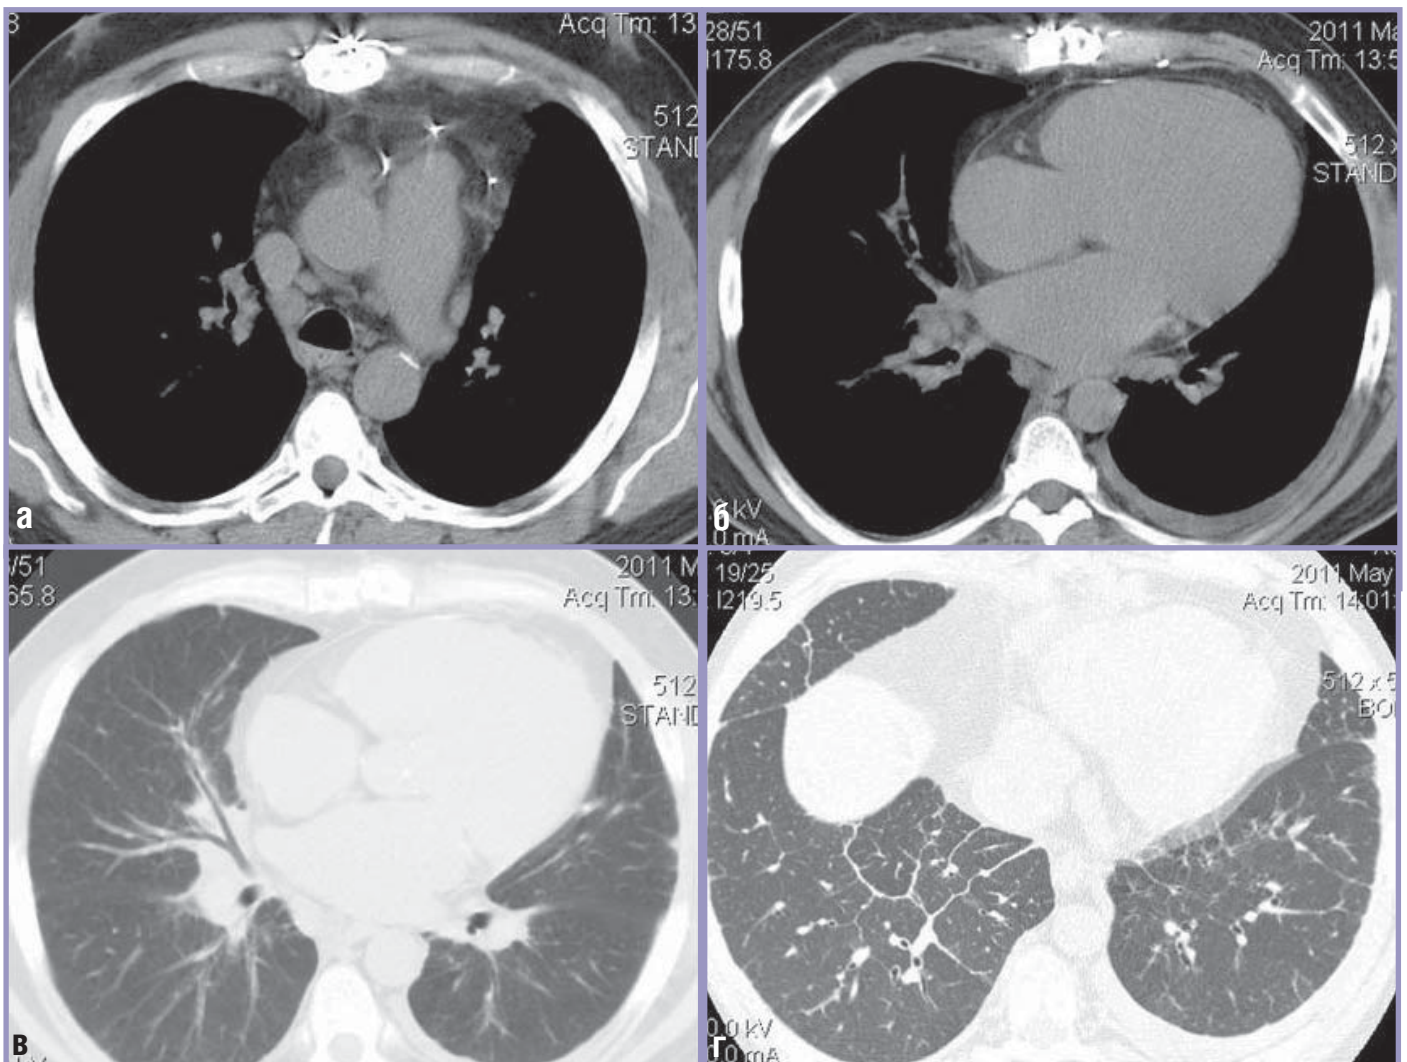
Больной Г., 47 лет, системный саркоидоз; а, б – на КТ в мягкотканном электронном окне определяется характерное для саркоидоза увеличение лимфатических узлов паратрахеальных, парааортальных, бронхопульмональных групп; отмечаются расширение ствола (34 мм) и ветвей ЛА, левосторонний плевральный выпот – проявления легочной гипертензии, расширение полостей сердца и аортокоронарные шунты; в, г – на КТ, выполненной в условиях ВР, в легочном электронном окне определяются очаговые тени на фоне интерстициального застоя (утолщение стенок вторичных легочных долек, перибронховаскулярные «муфты»).
